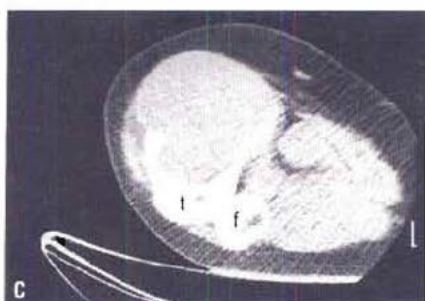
Tumeur à cellules géantes. (A) La radiographie de cheville de face montre une ostéolyse métaphyso-épiphysaire de l'extrémité inférieure du tibia ; la lésion souffle discrètement la corticale. (B) La scintigraphie montre que la lésion est unique. (C) La TDM en coupe axiale montre que la tumeur a une densité tissulaire. Elle souffle énormément la corticale qui est extrêmement amincie mais préservée (fine lamelle hyperdense entourant la tumeur osseuse). T : tibia ; F : fibula.
